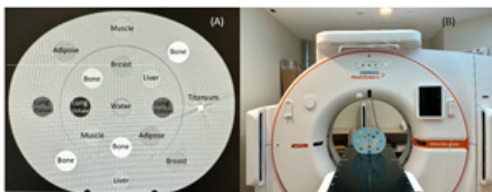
(A) CATPHAN-503 fantomdaki doku eşdeğerlerinin yerini ve dağılımını gösteren kesit dilimi, ve (B) BT'de fantomun kurulumu.
